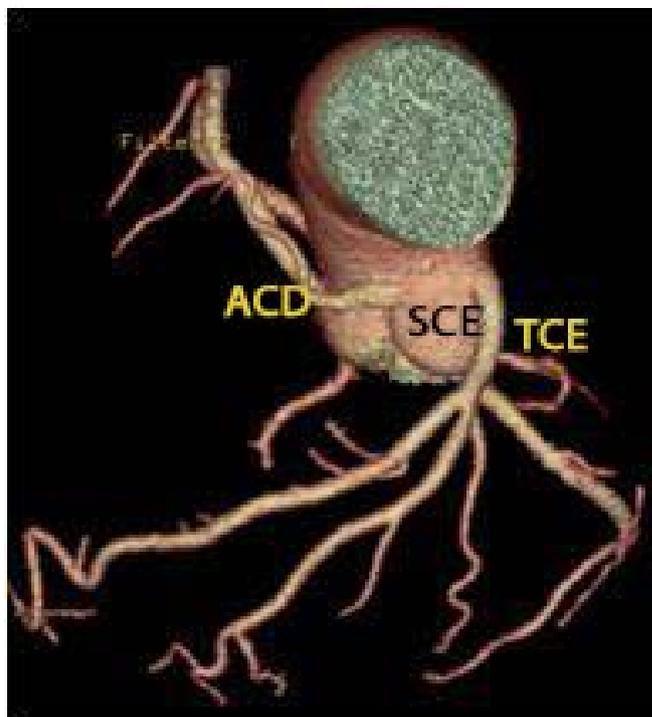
Angiografia coronária por tomografia computadorizada confirmou a origem anormal da artéria coronária direita, no seio coronário esquerdo. SCE - seio coronário esquerdo; TCE - tronco de coronária esquerda; ACD - artéria coronária direita.
